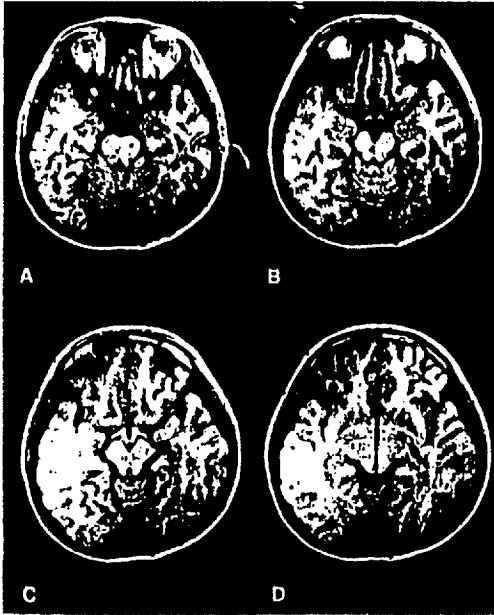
同じ症例の MRI 軸位。T<sub>1</sub> 強調画像 (T<sub>R</sub> 600, T<sub>E</sub> 20)。C, D にて矢印にて示される小損傷が直接認められた。
